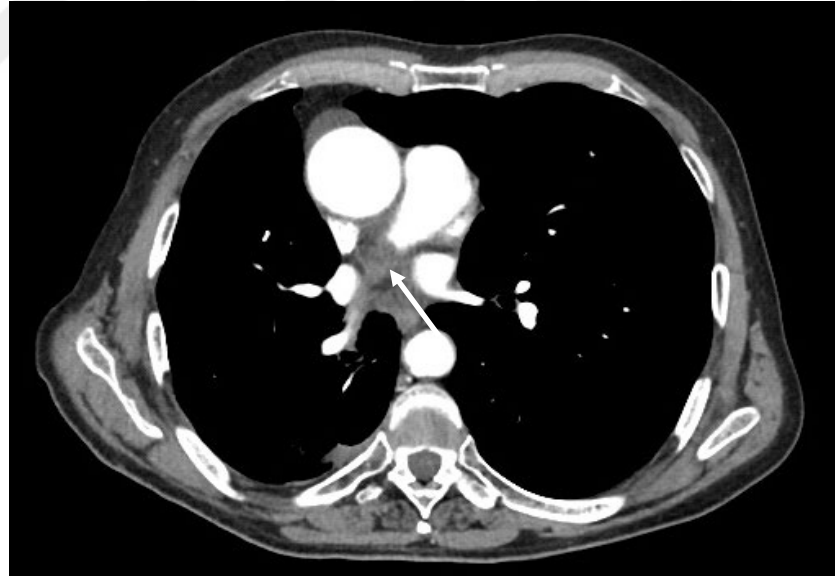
5 no' lu hastanın BT görüntüsü (sağ ana pulmoner arter güdüğünde trombüs)
